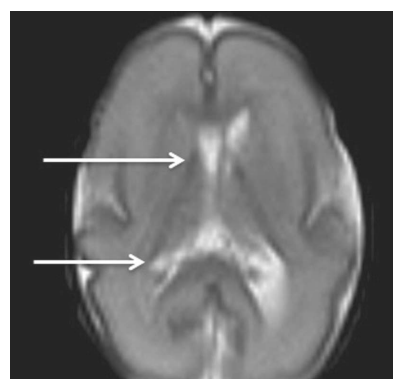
МРТ головного мозга недоношенного ребенка (ПКВ 28 недель). Т2 ВИ, аксиальная проекция, стрелками выделены участки герминального матрикса, расположенного вдоль наружных стенок боковых желудочков, гипоинтенсивный МР-сигнал
